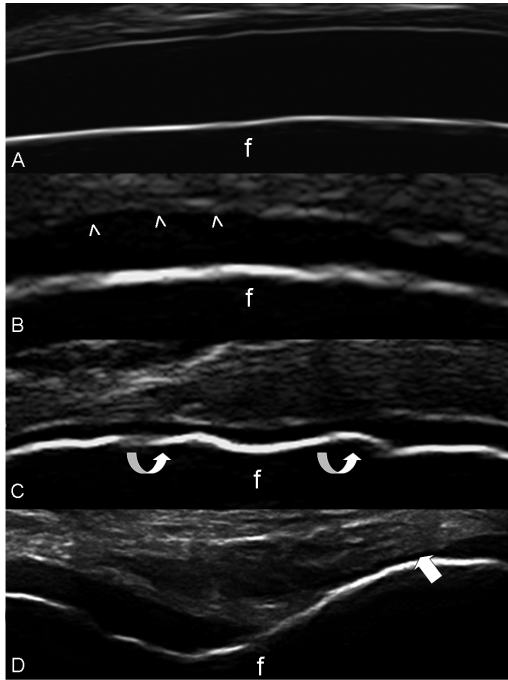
Sujeto sano. Corte pararrotuliano lateral con rodilla en máxima flexión. El cartílago hialino del cóndilo femoral se observa como una banda homogénea y anecogénica con márgenes netos y bien definidos. B-D. Cuadros de gonartrosis. Corte pararrotuliano (B y C) y corte soprarrotuliano (D) con rodillas en máxima flexión. Se evidencian: pérdida de la definición del margen condrosinovial (cabezas de flechas), irregularidad del margen osteocondral (flechas curvilíneas) y reducción del espesor cartilaginoso (flecha). Las imágenes demuestran que las alteraciones ultrasonográficas de condropatía frecuentemente se asocian y concurren para determinar el daño cartilaginoso. f = femur.
